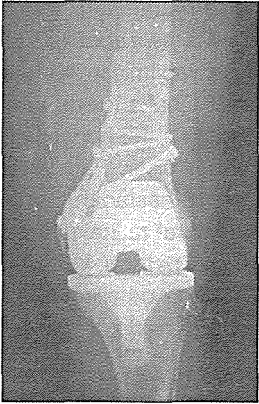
68 yaşında, bayan hasta. Total diz protezi sonrası 14. ayda travmatik suprakondiler femur kırığı. Önarka diz grafisi.
